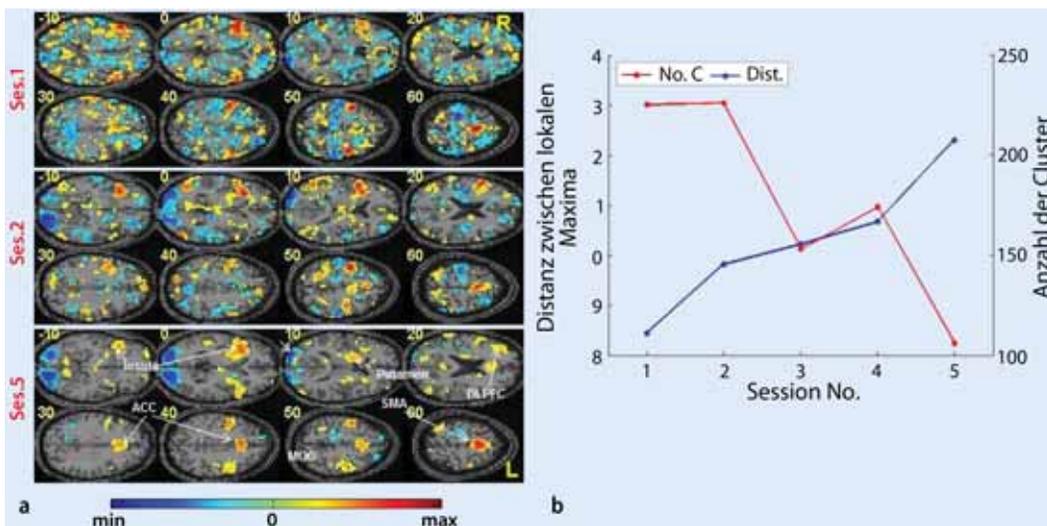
▲ Fokussierung der Hirnaktivität (BOLD) auf die Zielregion (*anteriore Insel*) im Laufe des Erlernens von Selbstregulation mit real-time funktioneller Resonanztomografie (rt-fMRI) Neurofeedback. a Neurofeedback-Training der vorderen Inselregion von Sitzung 1 bis Sitzung 5 (von oben nach unten, Sitzungen 3–4 sind nicht gezeigt). Man erkennt, dass sich der gelernte BOLD-Anstieg (*rot-gelb*) zunehmend auf die Inselregion beschränkt. b Quantitativ lässt sich dieser Effekt als Abfall der Zahl der Aktivierungscluster (*rot*) und simultanen Anstieg der durchschnittlichen Distanz zwischen den Clustern (*blau*) abbilden. Aus: Birbaumer et al (2013). Learned regulation of Brain Metabolism. Trends in Cogn. Sc., 17, 295–302
